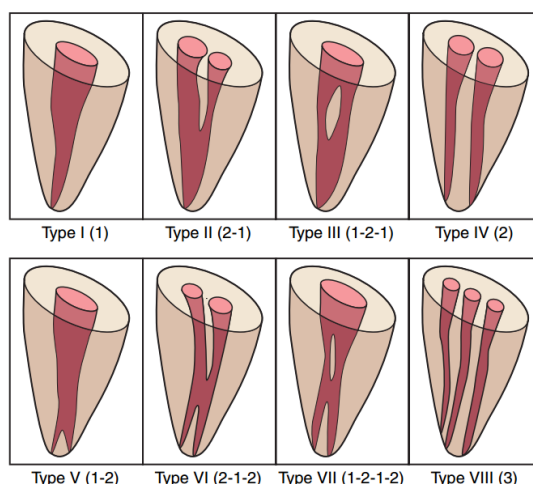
Hình thể trong RHNT1HT trên phim CBCT với 1,2 và 3 OT [13]
